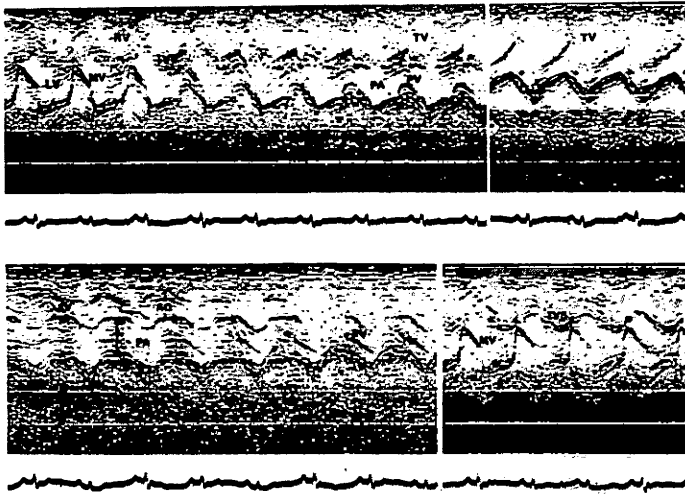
Echocardiogram of 9 day-old-infant with d-transposition of great arteries.
